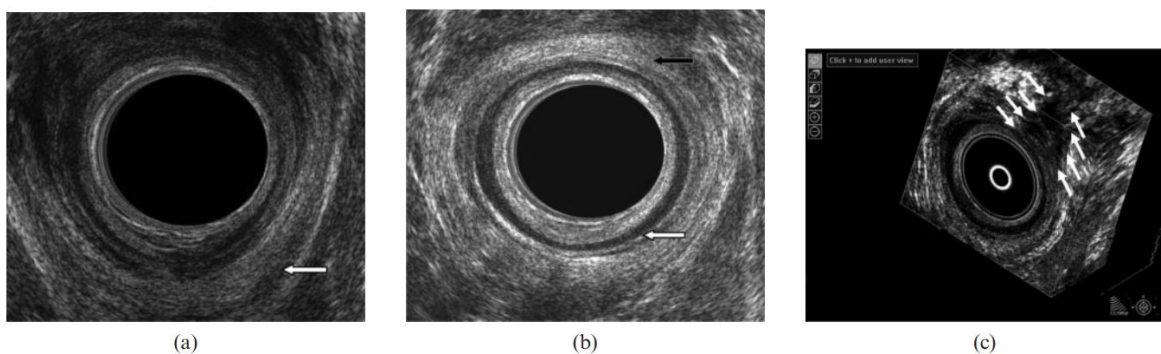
Darstellung des Analsphinkterkomplexes mit 2D endoanaler Sonographie (Bild a und b) und mit 3D endoanaler Sonographie (Bild c). Modifiziert nach (28).
